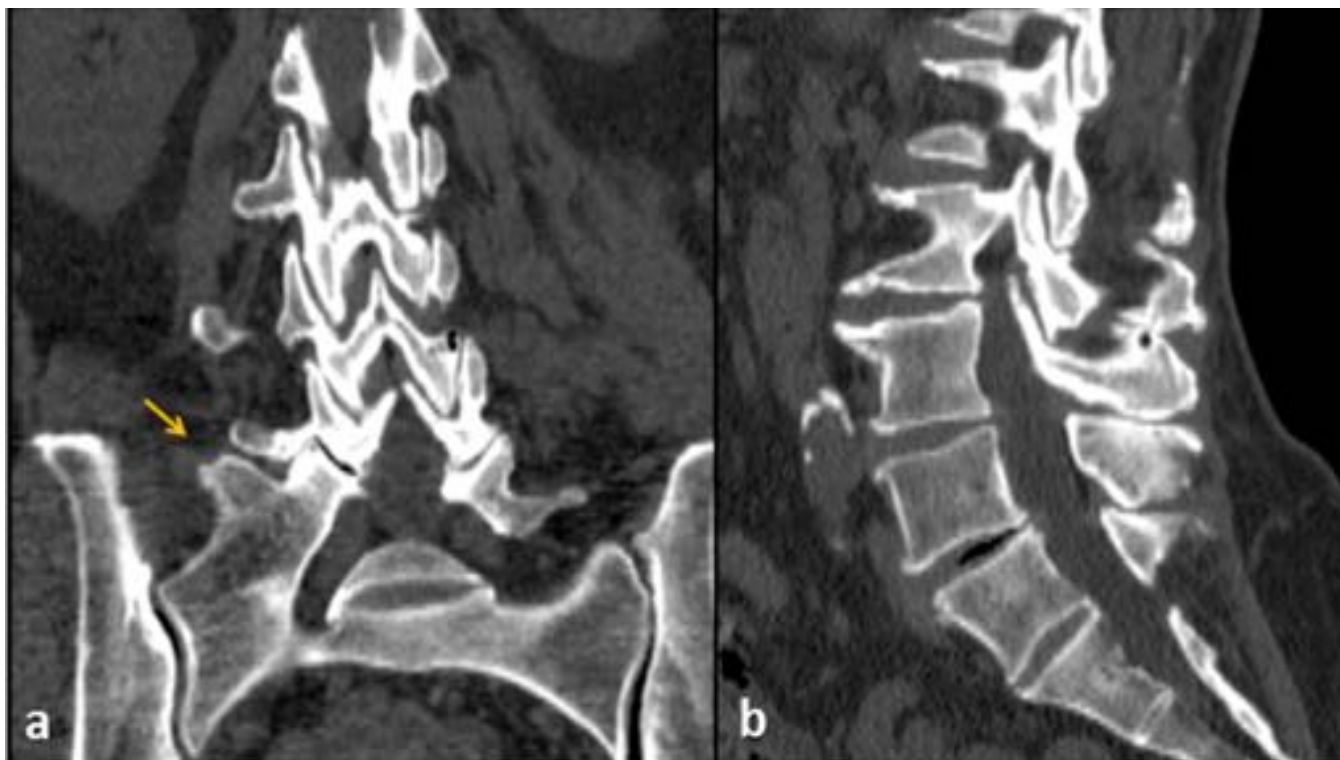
Reconstrucción coronal (a) y sagital (b) en TC donde se observa una vértebra de transición lumbosacra con megaapófisis transversa fusionada con el ala sacra homolateral o tipo 3A de la clasificación de Castellvi (flecha).
